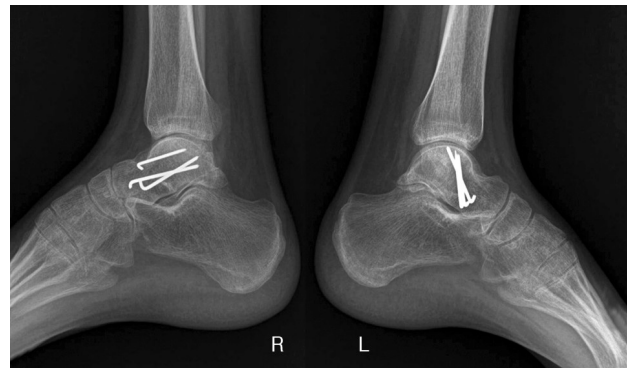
Four months follow-up radiographs show bony union.
